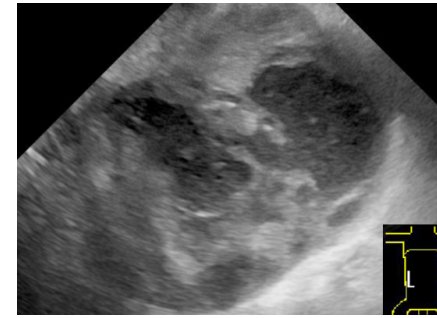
初診時レントゲン検査所見 (VD像) 図2 初診時超音波検査所見 (肝臓) 図3 初診時(麻酔下)心電図検査所見
